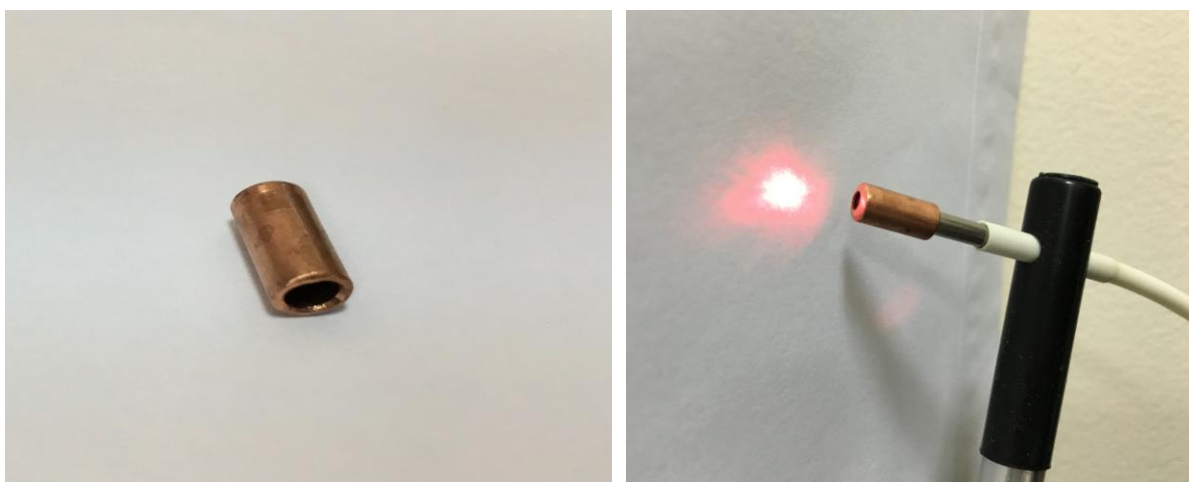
(b) Tubul de ghidare pentru sondă, (c) Sonda laser-Doppler și tubul de ghidare pentru sondă.
